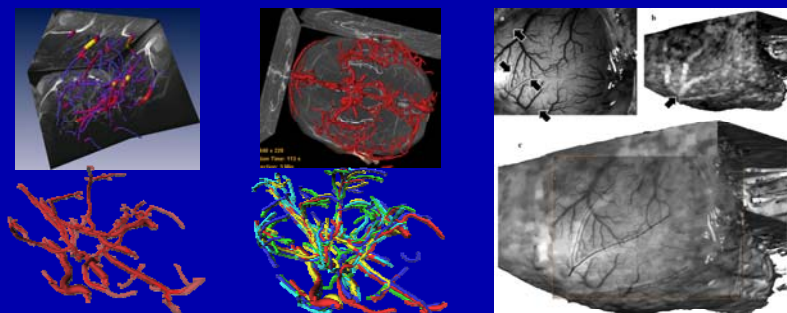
I) MRT TOF Angiographie und automatische Rekonstruktion (a) Ratte, (b) Mensch. Vergleich der 3D Rekonstruktion (c) bei verschiedenen Messungen eines Tieres, (d) verschiedener Tiere.
